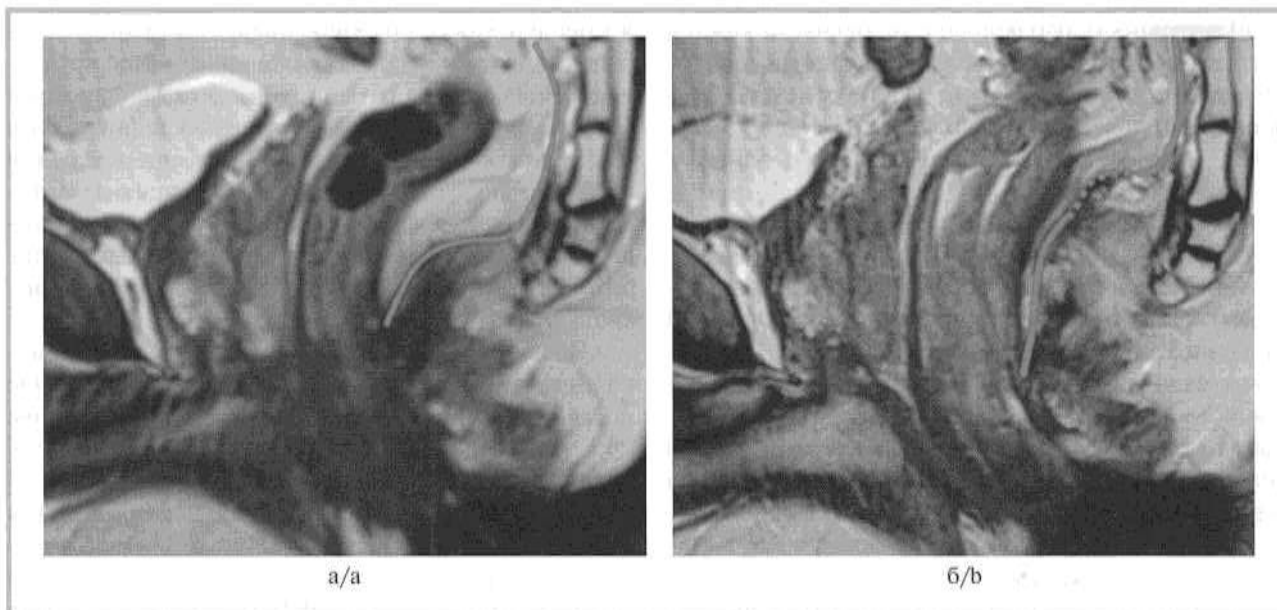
МР-томограмма пациента до (а) и через 3 мес после (б) иссечения высокого рецидивного свища с полнослойной полуциркулярной мобилизацией прямой кишки.
